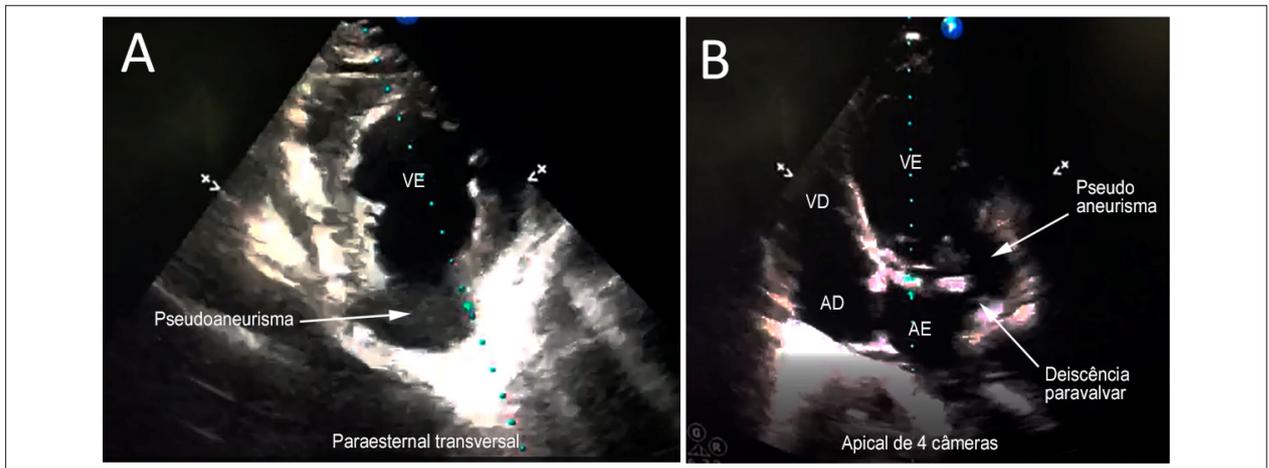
Ecocardiograma transtorácico mostrando o pseudoaneurisma na parede inferolateral do ventrículo esquerdo (VE) nos cortes paraesternal transversal (A) e apical quatro câmaras (B). VD: ventrículo direito; AE: átrio esquerdo; AD: átrio direito.
